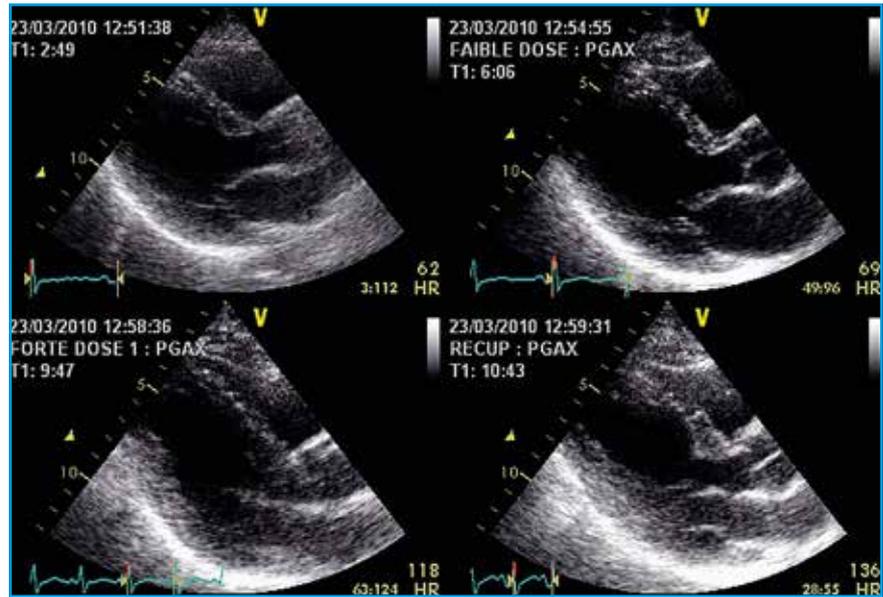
Vue en "Quad screen" de l'incidence parasternale acquise ici assez basse et donc "verticale". L'analyse de la paroi inférolatérale est sujette à caution.
